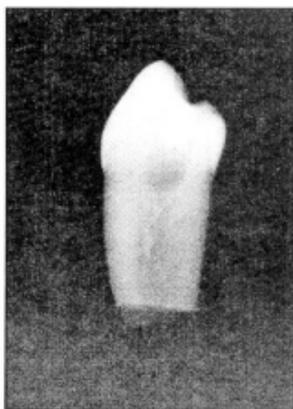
Radiografia do dente do qual foram feitos os cortes histológicos sem imagem de barreira dentinária
